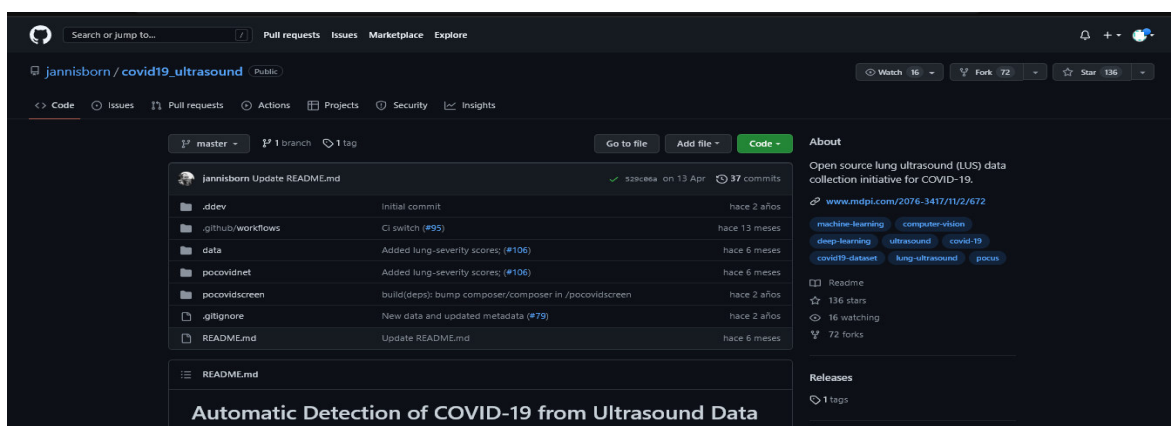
Captura de pantalla del Portal GitHub, web que permite alojar repositorios en la nube. El repositorio de JannisBorn contiene el conjunto de datos de ecografía pulmonar con signos sugerentes a COVID-19.
